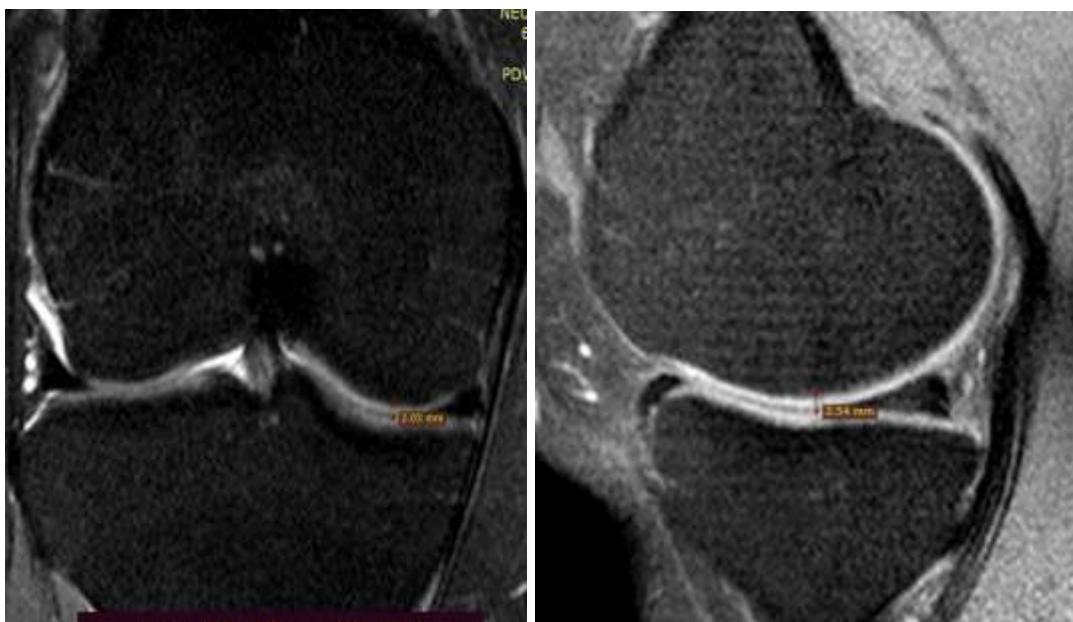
МРТ хворого О., фронтальний та сагітальний зрізи до лікування.
